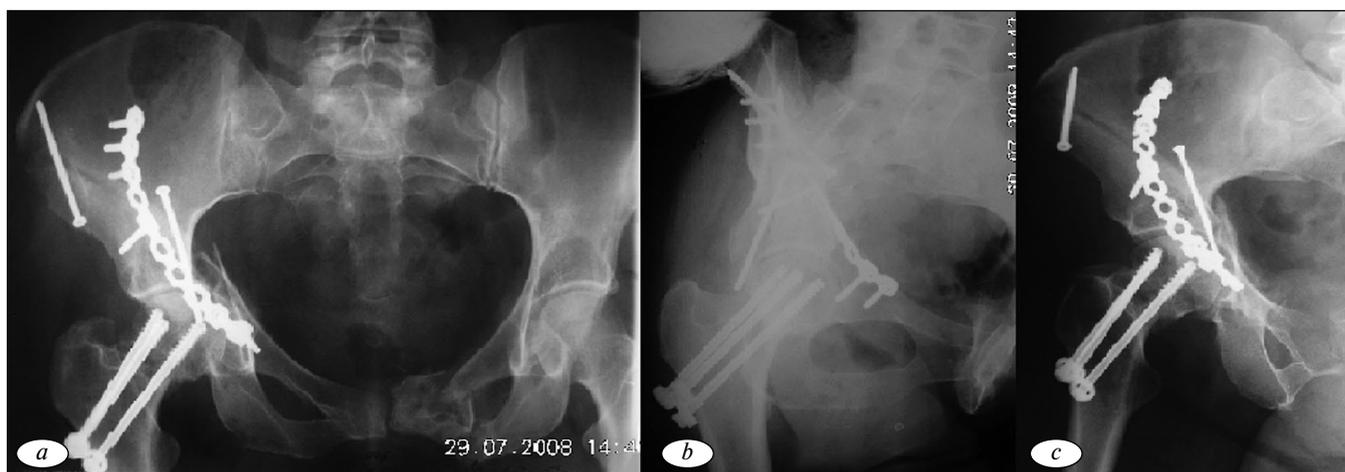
Контрольные рентгенограммы пациентки Б.: прямая проекция (a), запирательная проекция (b), подвздошная проекция (c)
